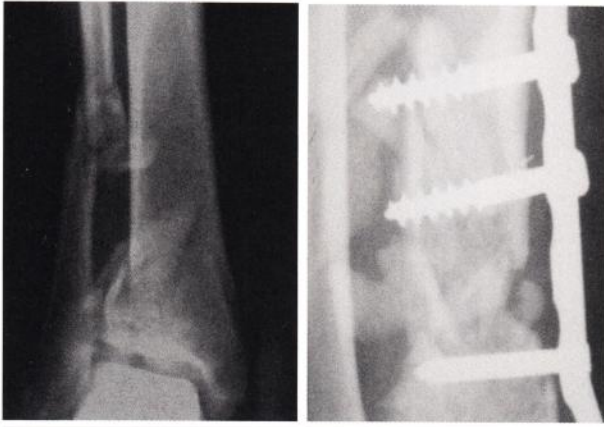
Radiografía que muestra la lesión esquelética que presentaba el paciente de la figuras 1, 2 y 3.
